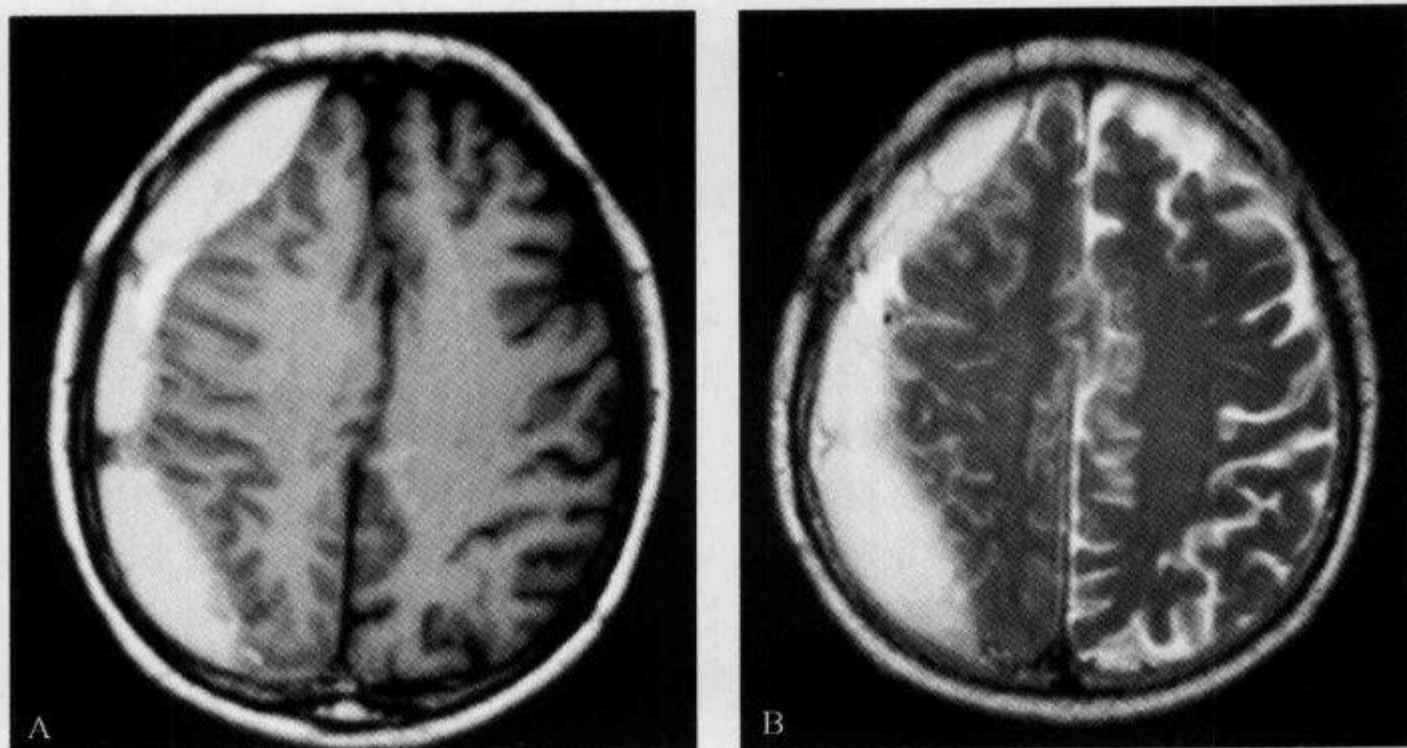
右侧额顶部慢性硬脑膜下血肿, MRI 平扫示“脑回聚拢征”
